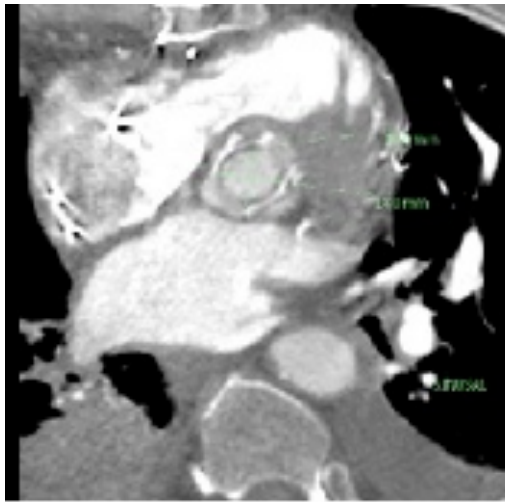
Angiotomografía axial computada multicorte: imagen de válvula protésica aórtica
